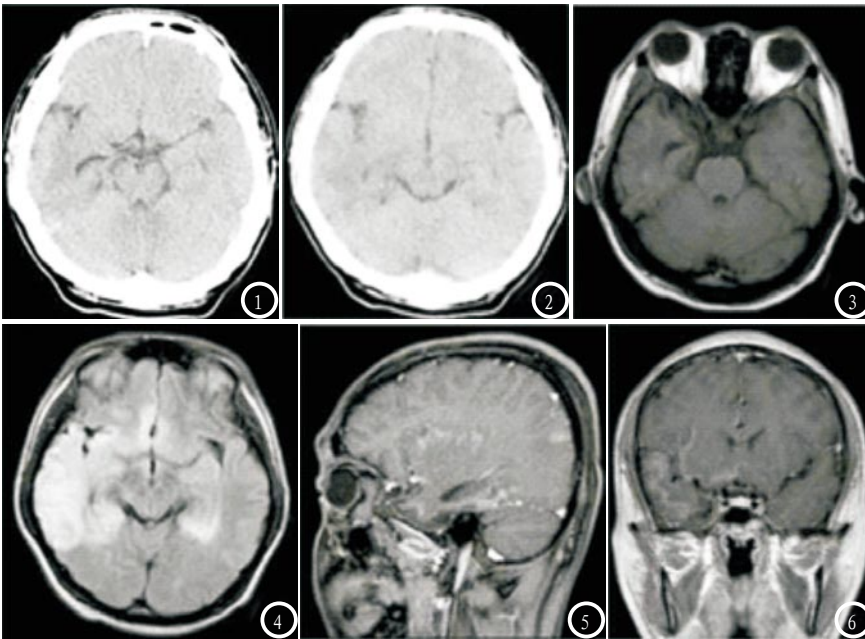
为病毒性脑炎的CT影像, CT平扫发现海马及右侧颞叶处可见片状低密度影, 且边界模糊不清。图3-6 为病毒性脑炎的MRI平扫影。图3 为MRI平扫轴位的T<sub>1</sub>影像, 在患儿双侧海马及右侧颞叶可见片状低信号; 图4 为MRI平扫平扫轴位T<sub>2</sub>影像, 在患儿双侧海马及右侧颞叶可见片状高信号; 图5 为MRI增强扫描的冠状位影像; 图6 为MRI增强扫描的矢状位影像, 可见患儿双侧岛叶脑膜、双侧海马、右侧颞叶出现不均匀强化。
